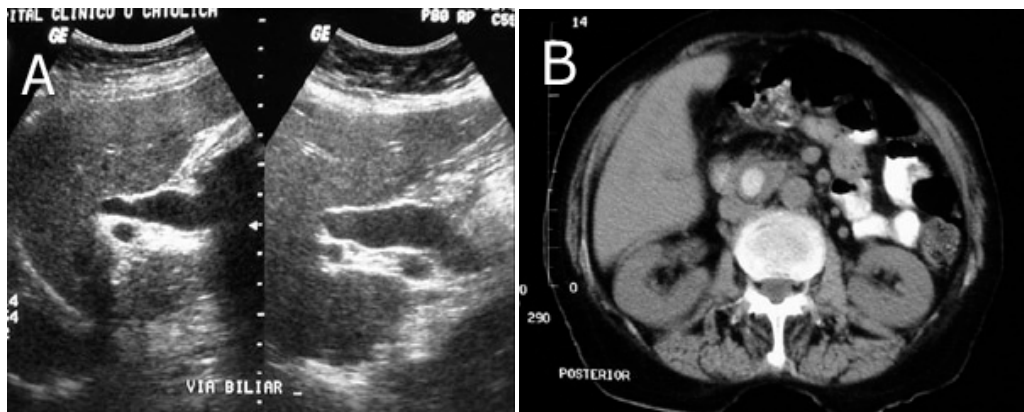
La ecografía muestra dilatación del CHC y colédoco proximal. El colédoco distal no se visualiza.
